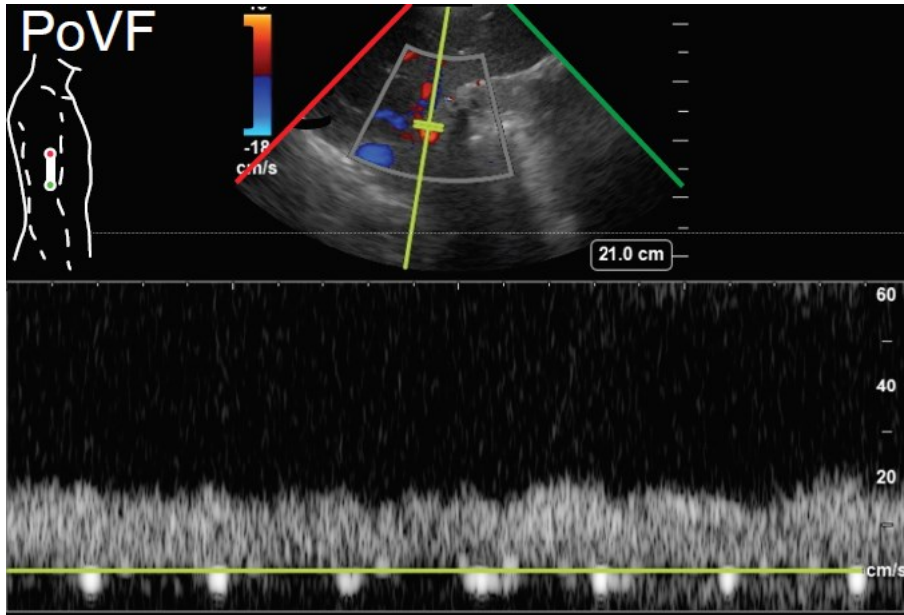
Pulse-wave Doppler waveform of a normal portal flow
